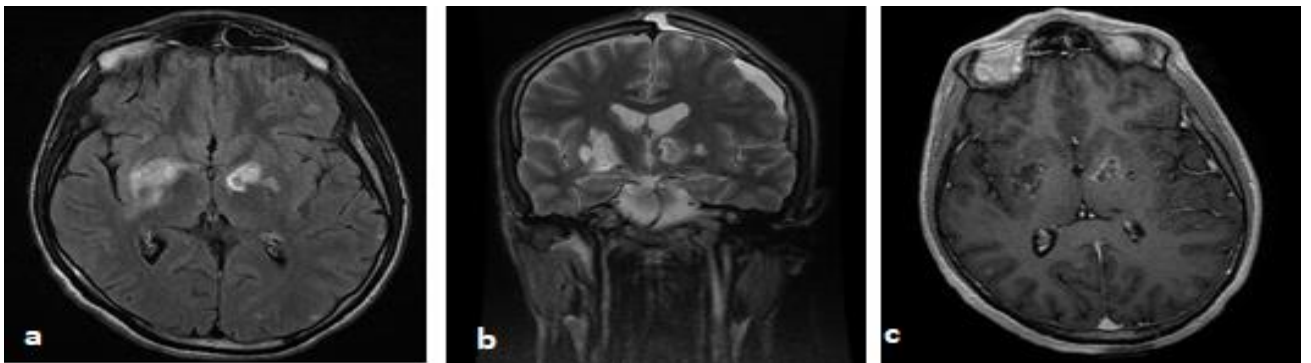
IRM cérébrale d'une toxoplasmose cérébrale en coupes axiales, en séquences pondérées FLAIR (a) en coupe coronale en séquence pondérée T2 (b), en coupe axiale en séquence pondérée T1 avec injection du gadolinium (c) objectivant une anomalie de signal nodulaire des noyaux lenticulaires en hyper signal FLAIR, T2 entouré d'un discret œdème péri lésionnel, rehaussées en périphérie après injection du gadolinium en faveur des noyaux gris centraux.
